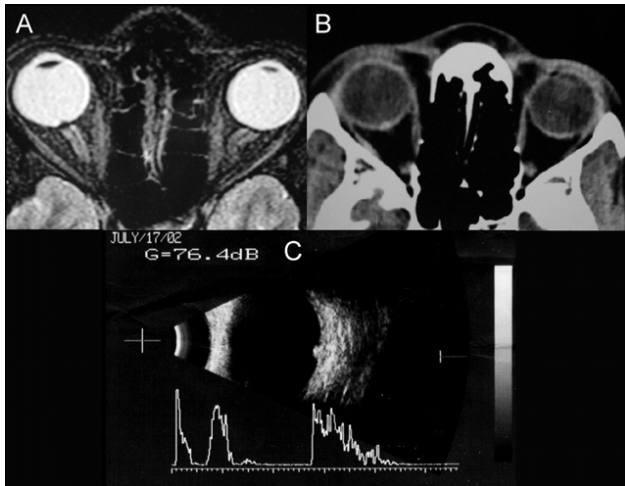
A) A ressonância nuclear magnética mostrando uma lesão de sinal hipointenso em T2 B) Tomografia computadorizada de órbitas demonstrando um realce focal na parede posterior do globo ocular direito; C) A ecografia B evidenciando uma lesão sólida elevada, situada à frente da sombra do nervo óptico.
